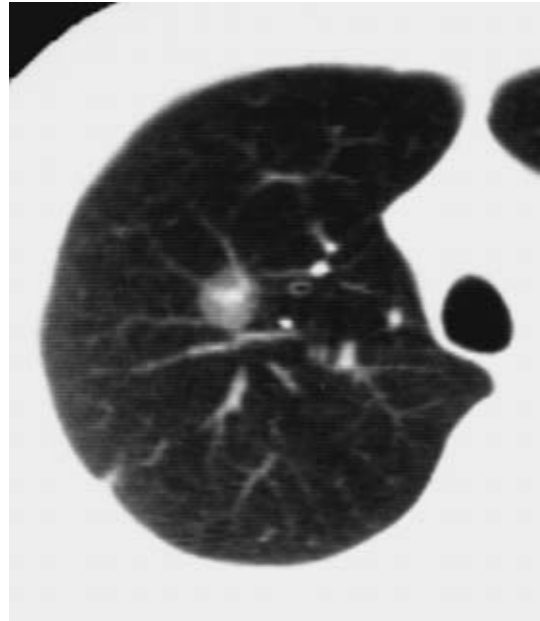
Chest CT in March 1990, shows an ill-defined nodular shadow in the upper lobe of the right lung.
